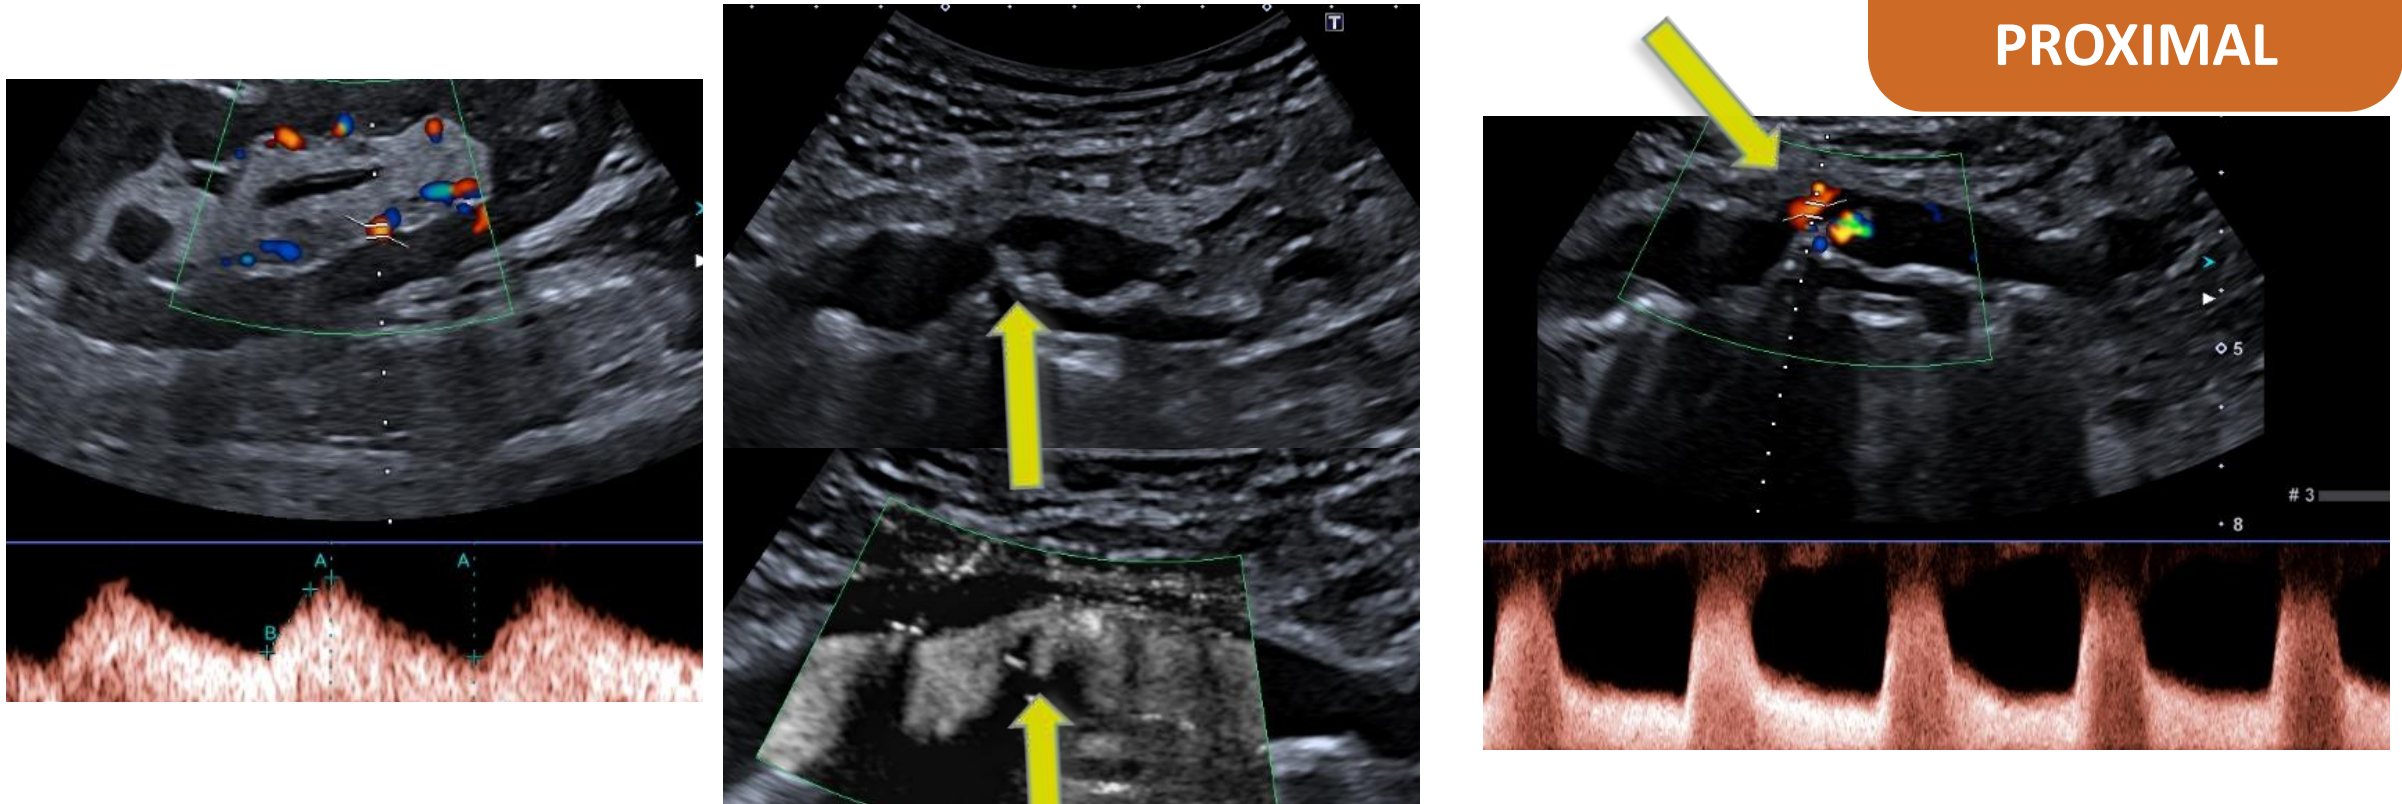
Se observa flujo en la arteria renal e intrarrenal con tiempos de aceleración aumentados e índices de resistencia disminuidos. En el estudio de la arteria ilíaca externa proximal con Doppler microvascular se observa una disminución de la luz del vaso por una placa de ateroma calcificada. Se confirma en el estudio Doppler color y pulsado una zona de turbulencia con artefacto de “aliasing” donde las velocidades pico-sistólicas superan los 350 cm/s.
